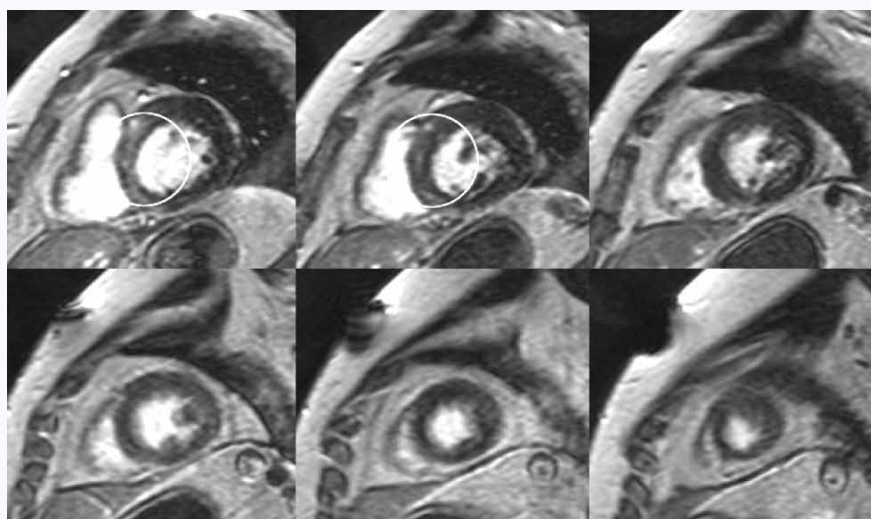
МРТ сердца с контрастированием по короткой оси левого желудочка у пациента из группы MINOCA. В области межжелудочковой перегородки базального отдела визуализируется интрамиокардиальное очаговое отсроченное контрастирование (белый контур)
